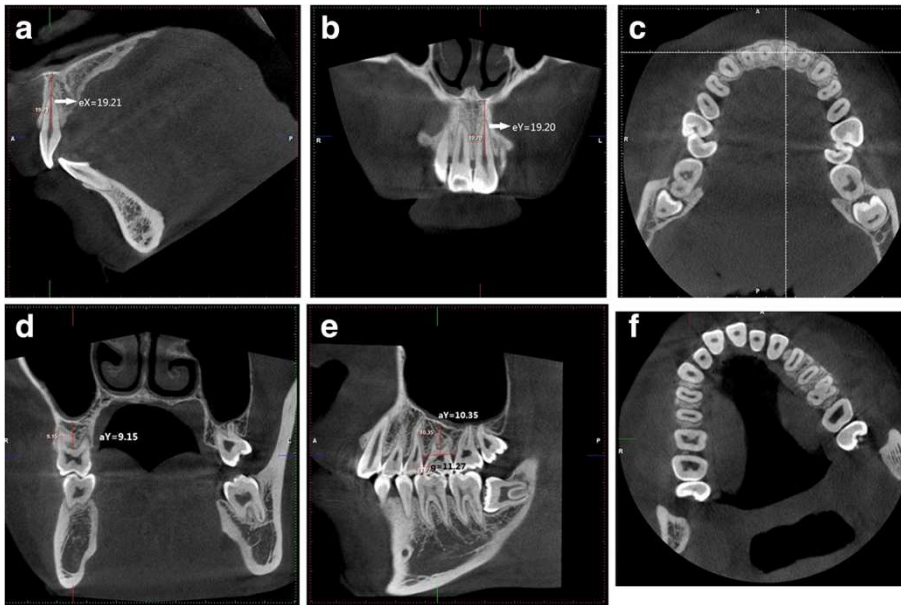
Figura do artigo em livre acesso distribuído nos termos da Licença Internacional Creative Commons Attribution 4.0 A imagem do CBCT demonstrando as medidas verticais de X a, Y b e Z c planos e medidas horizontais d-f (Tang Z, Liu X, Chen K. Comparison of digital panoramic radiography versus cone beam computerized tomography for measuring alveolar bone. Head Face Med. 2017;13)
